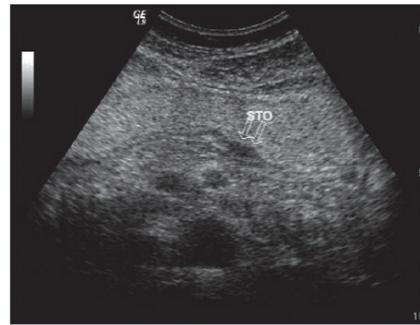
T₁期胃癌患者的的胃窗超声造影声像图 (STO: 胃腔)
